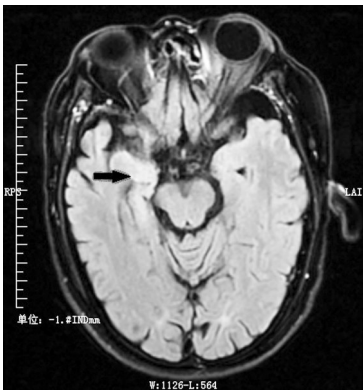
例3患者颅脑MRI示右侧海马FLAIR高信号
